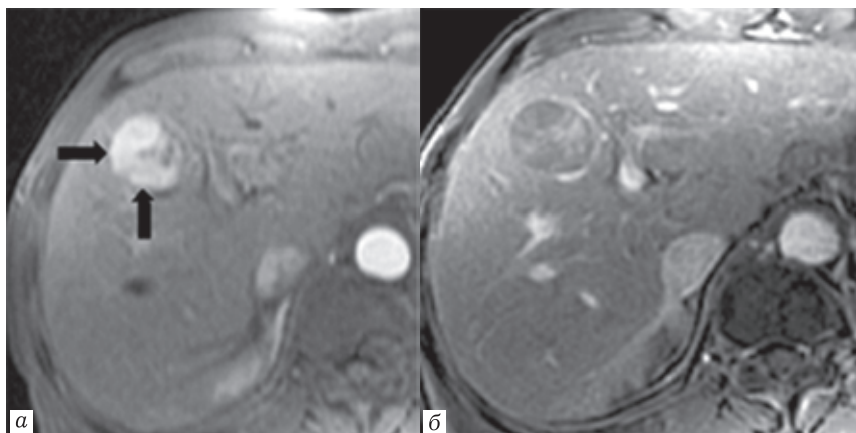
М., 47 лет. МРТ с внутривенным контрастированием. Гепатоцеллюлярная карцинома правой доли печени: *а* — артериальная фаза. Выраженная гипervasкулярность образования; *б* — портальная фаза. Вымывание контрастного препарата.
